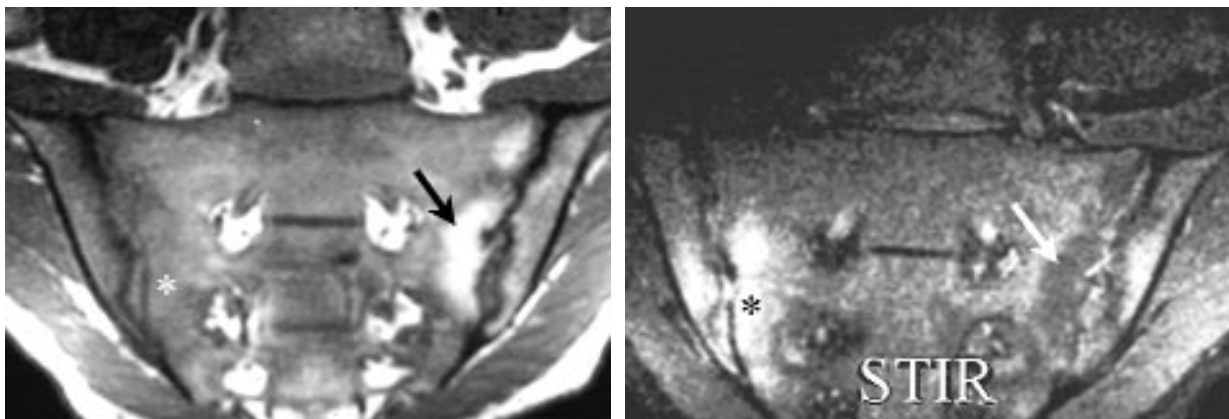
IRM de sacro-iliite rhumatoïdale avec modifications de la moelle osseuse sur des images en pondération T1 (a) et STIR (b) :
